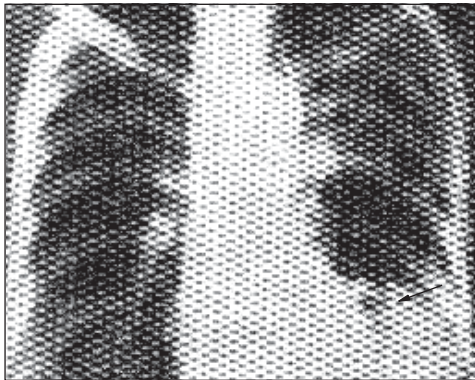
Гангрена нижньої частки лівої легені (рентгенограма).
